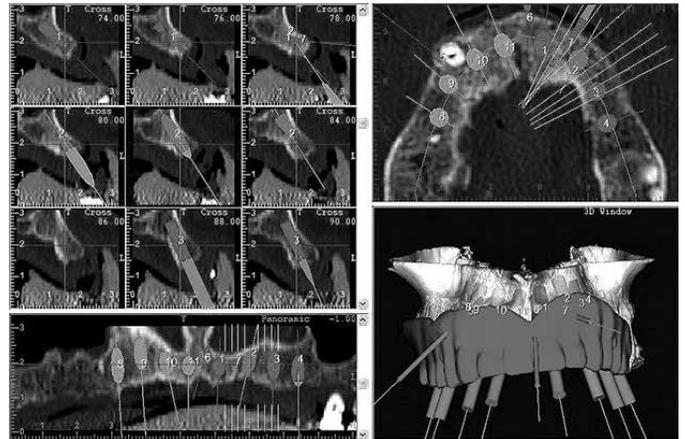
Planificación quirúrgica con software Dental Slice[®] de imagen de CBCT.
